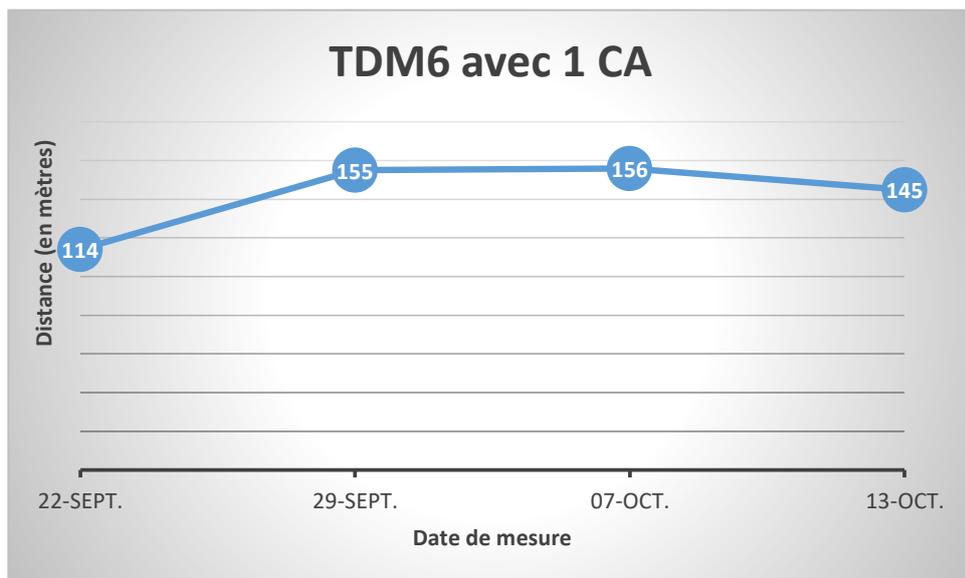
évolution du TDM6 avec 1 CA
